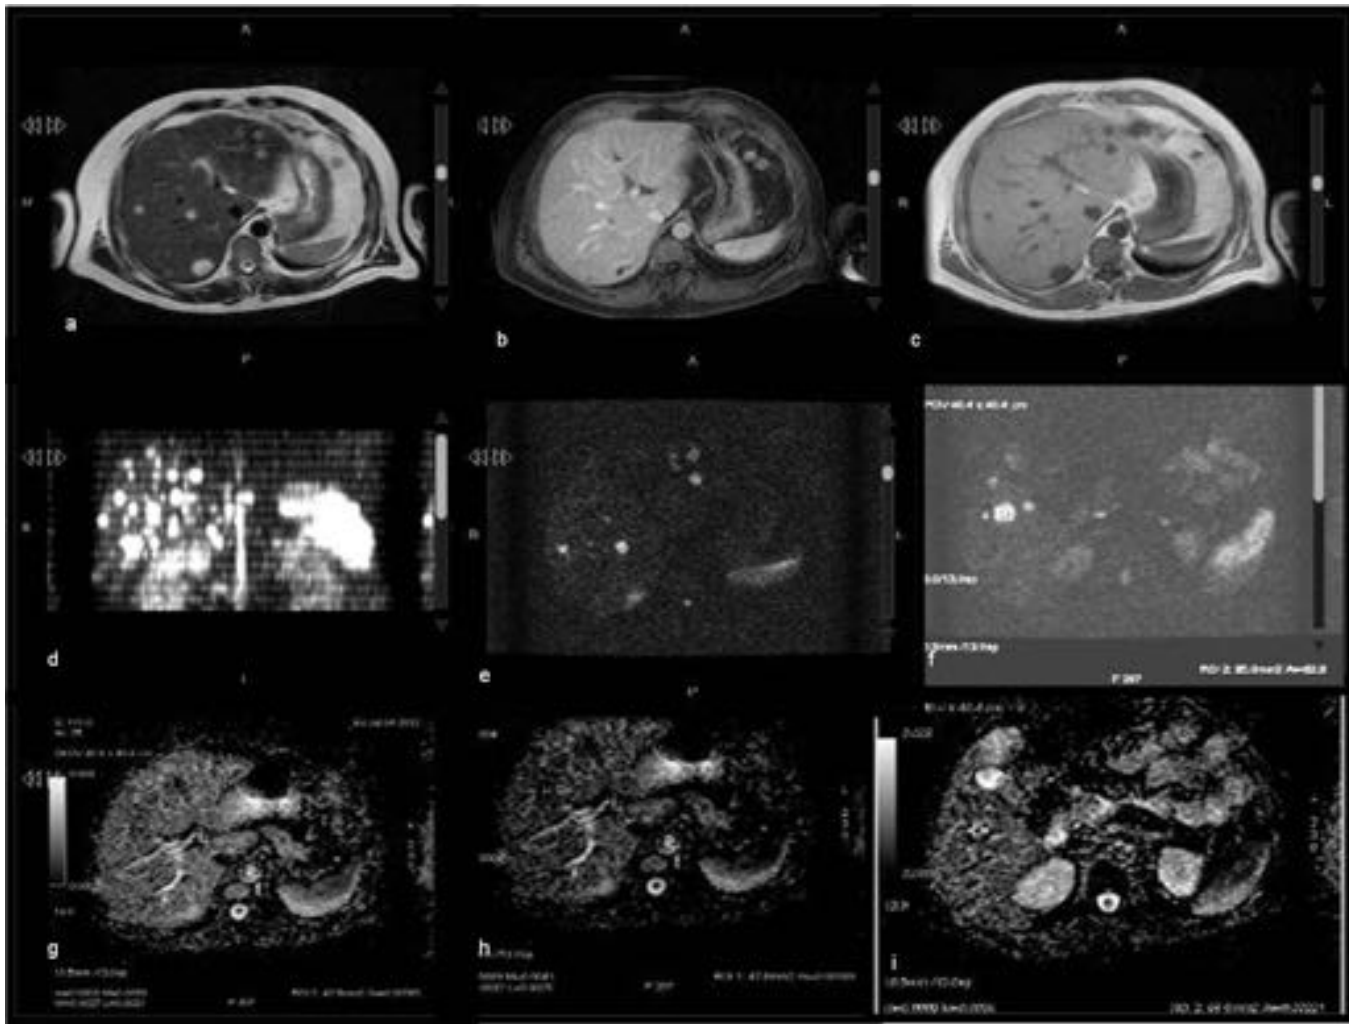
Imágenes de RM en T2, LAVA post contraste y T1 (a, b y c) sugestivas de M1. Confirmadas por DWI (d, e y f) . Los valores del ADC (g, h y i) , son altos, lo que significa que hay respuesta al tratamiento con Imatinib.
